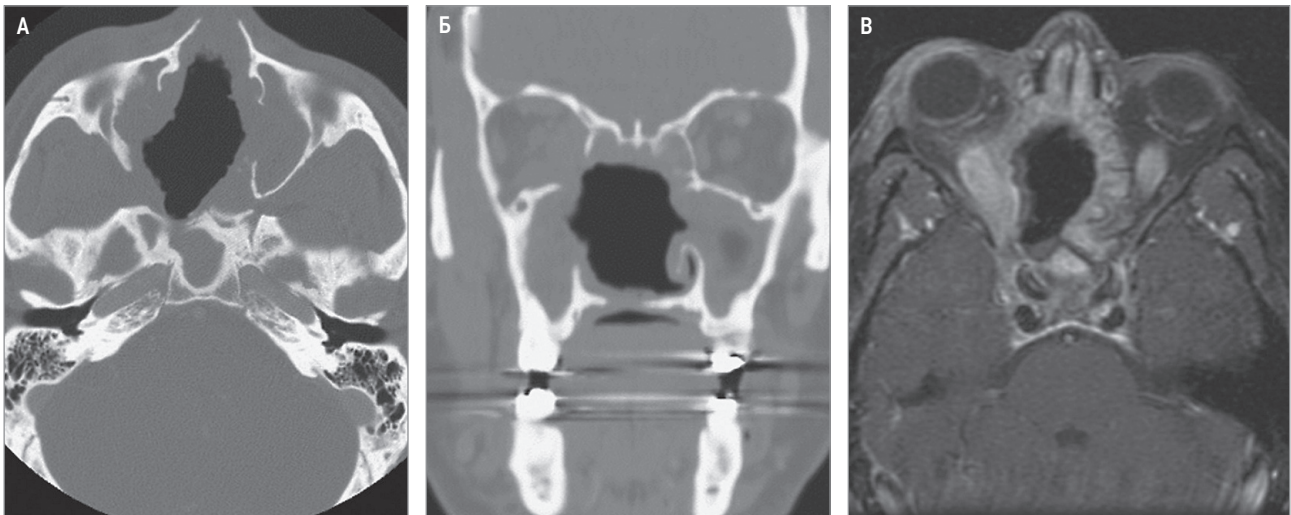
Изъязвления верхних дыхательных путей при гранулематозе Вегенера: А – 2-стороннее затемнение верхнечелюстных пазух и клиновидной (основной) пазухи; носовая перегородка полностью разрушена и фактически не определяется; компьютерная томография придаточных пазух в аксиальной проекции; Б – та же картина, переформатированная во фронтальной плоскости; В – ткани в носоглотке с признаками воспаления, отсутствие носовой перегородки; магнитно-резонансная томография (Т1ВИ fs – Т1 с подавлением жира)
